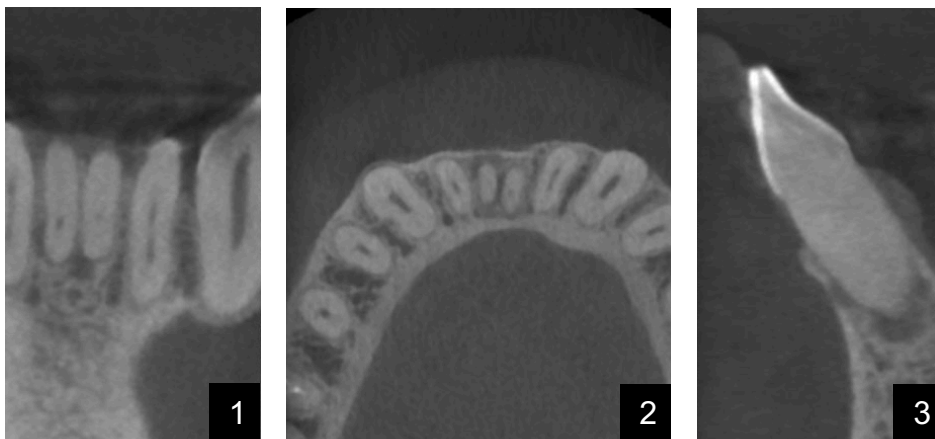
Radiographie en 3D (CBCT) petit champ des incisives mandibulaires (DICOM) : (1) coupe frontale ; (2) coupe transversale ; (3) coupe sagittale médiane (source : Connert et coll., 2018).
